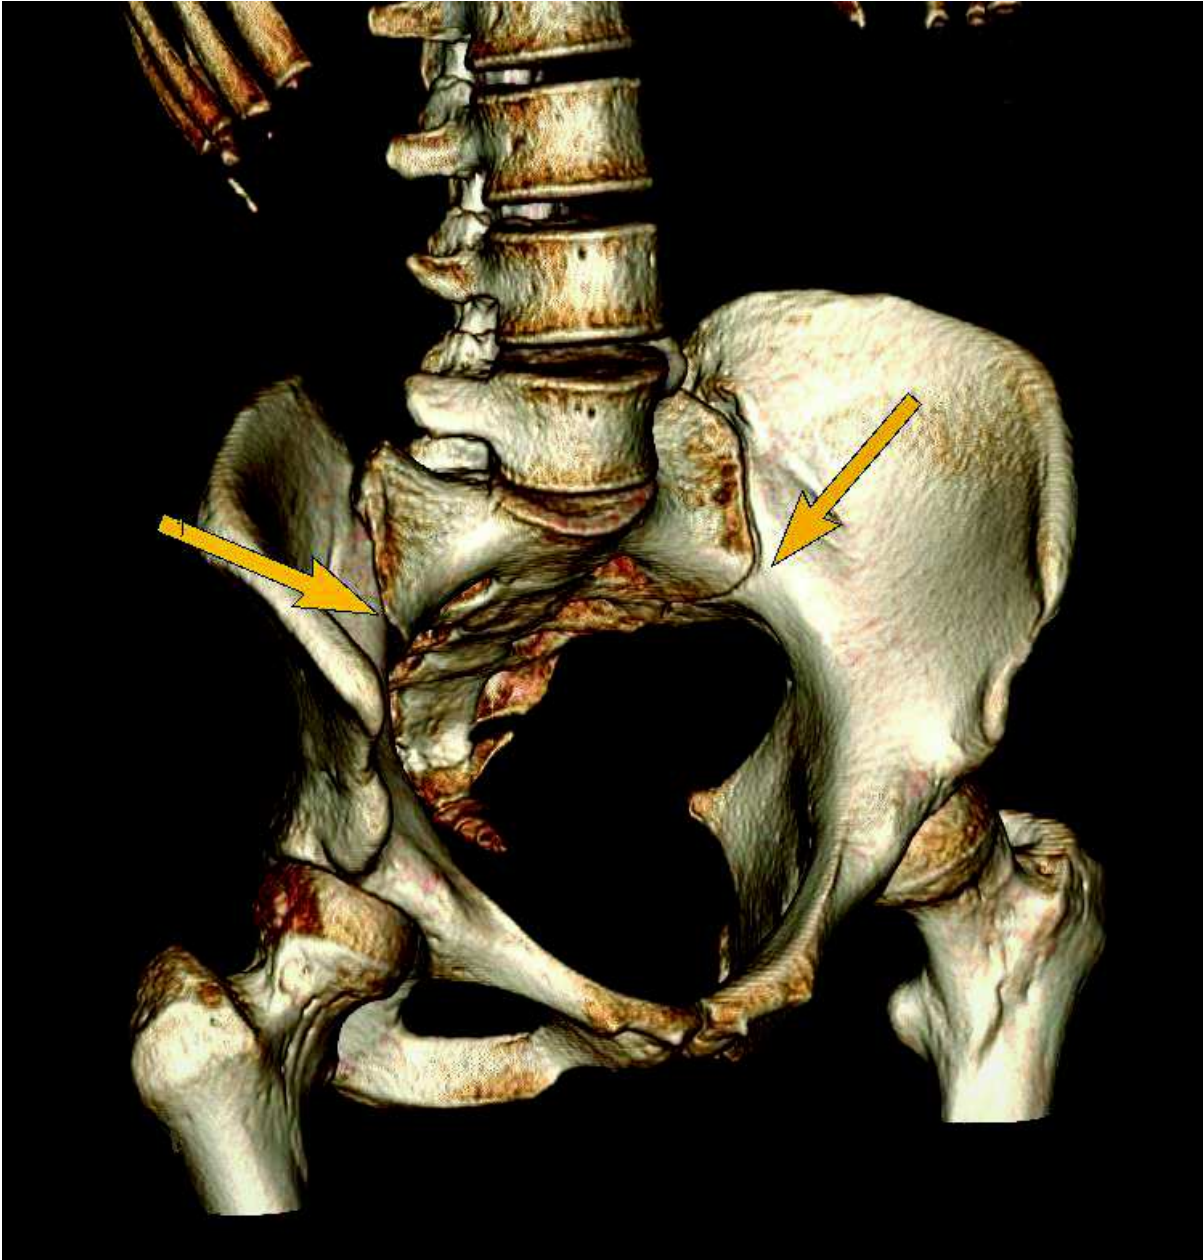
Rendu volumique TDM d'un bassin en vue de 3/4. Les flèches localisent la zone S-I antéro-moyenne
